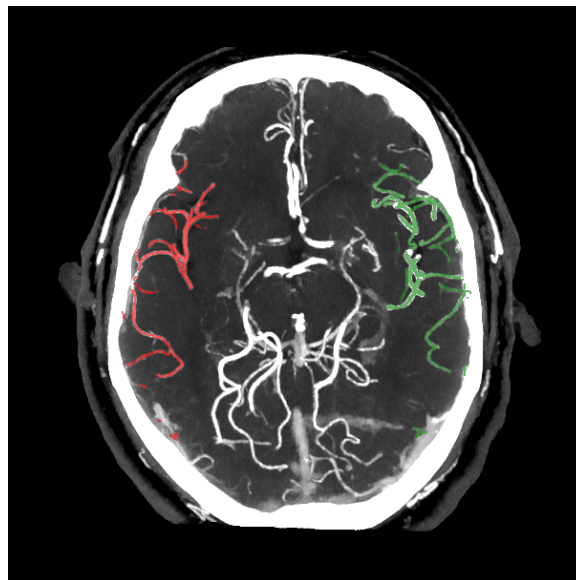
Voorbeeld van StrokeViewer Collaterals-uitvoer als overlay in de CTA-scan (in dit voorbeeld wordt één plak weergegeven). De collaterale stroom van de aangetaste hemisfeer wordt in het rood weergegeven, en de collaterale stroom van de niet-aangetaste hemisfeer in het groen. Gedetecteerde LVO wordt gemarkeerd met een blauw kader.
